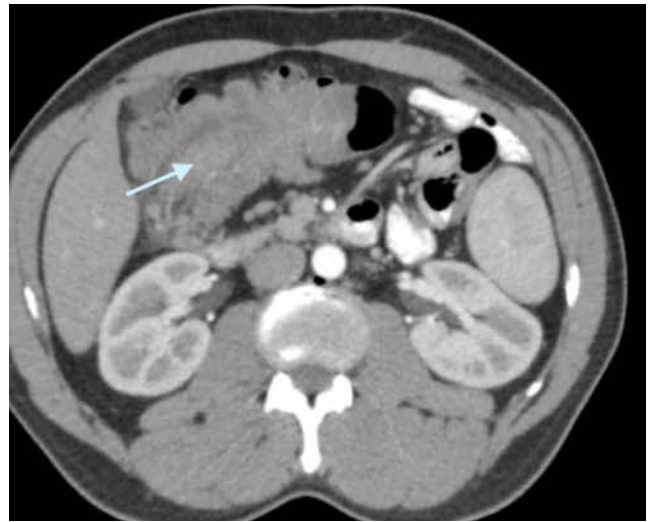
Tomografia computadorizada contrastada, corte axial, aquisição em fase arterial. Identifica-se tumor intra-luminal no cólon a provocar invaginação deste segmento (seta).
